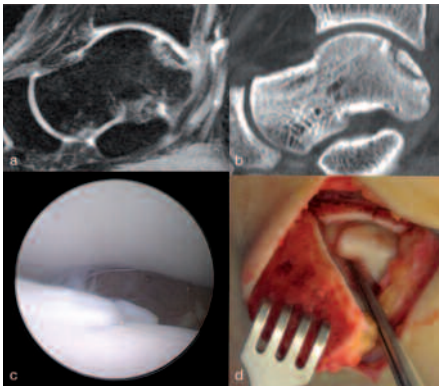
Postero mediale OD: MRT (a), CT (b), Arthroskopie (c), nach Innenknöchelosteotomie (d)
